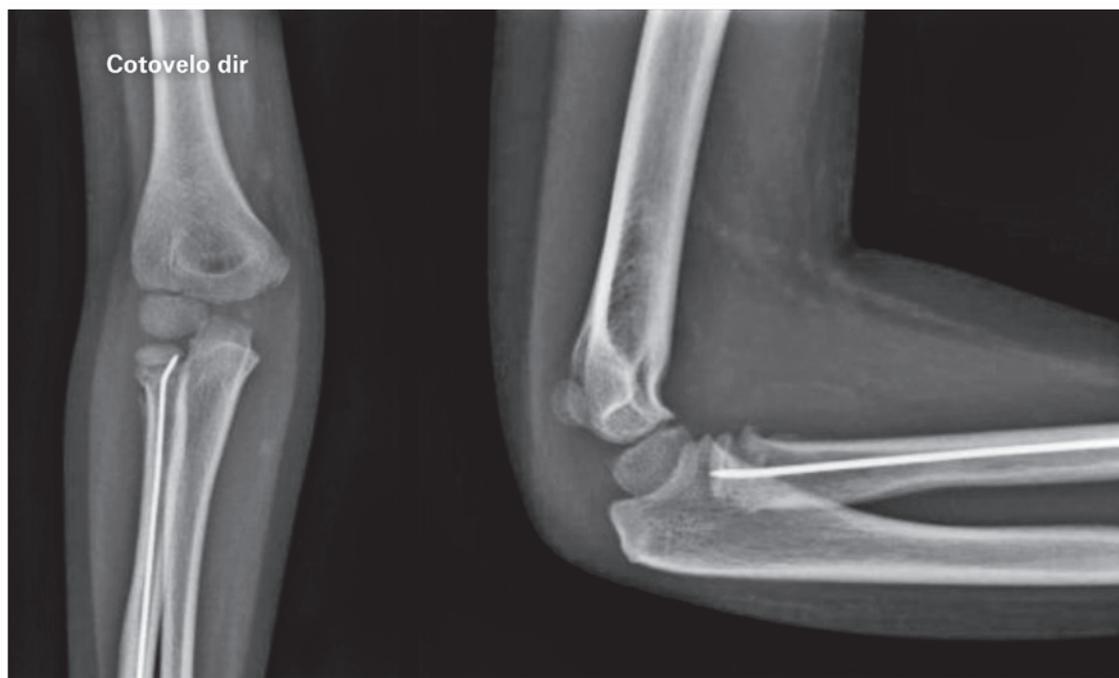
Radiografias de AP e perfil de controle.
